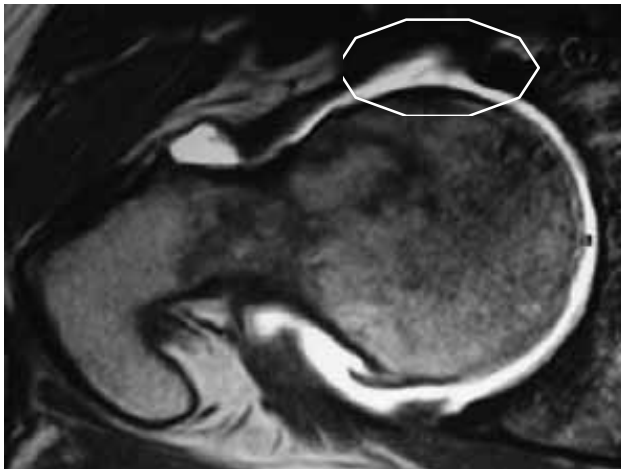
RMN. Lesión labral en corte axial.
